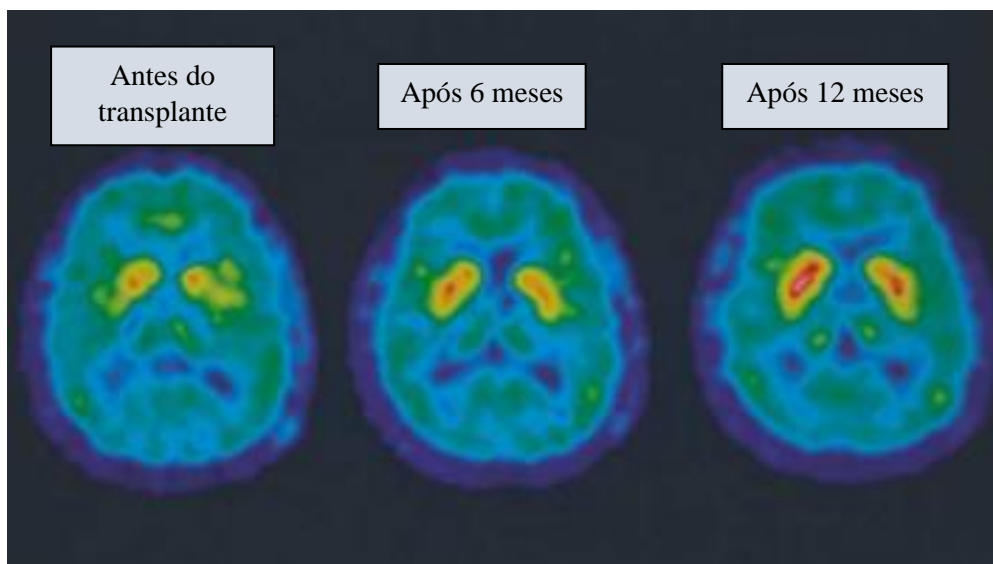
Scan da topografia por emissão de positrões (PET) que ilustra o aumento progressivo da fluorlevodopa na zona putaminal do cérebro, antes e após o transplante. Adaptado de [14].
